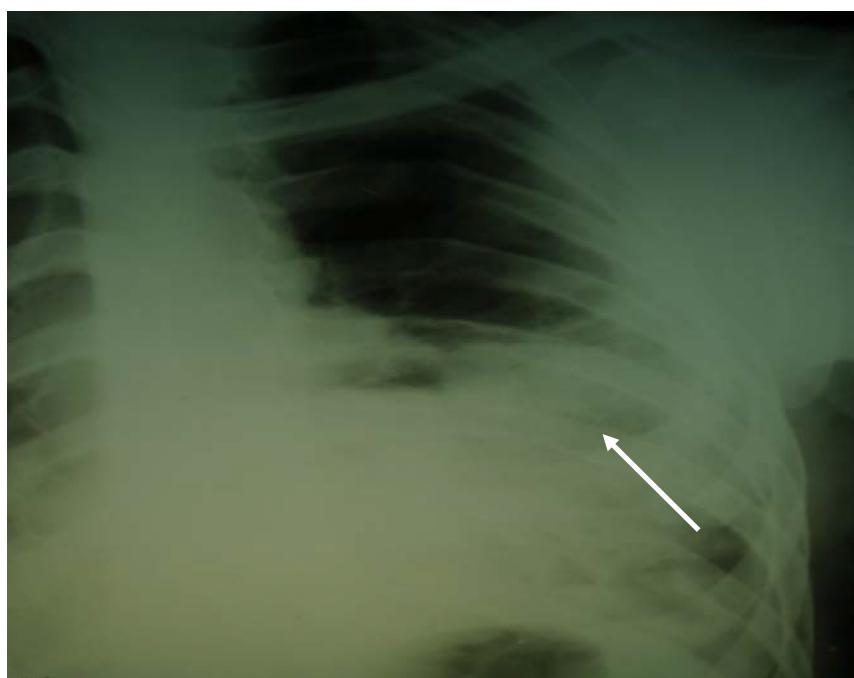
Рентгенограмма органов грудной клетки К., 30 лет. Вторые сутки послеоперационного периода. Легкое слева расправлено, отмечается инфильтрация легочной паренхимы нижней доли.
